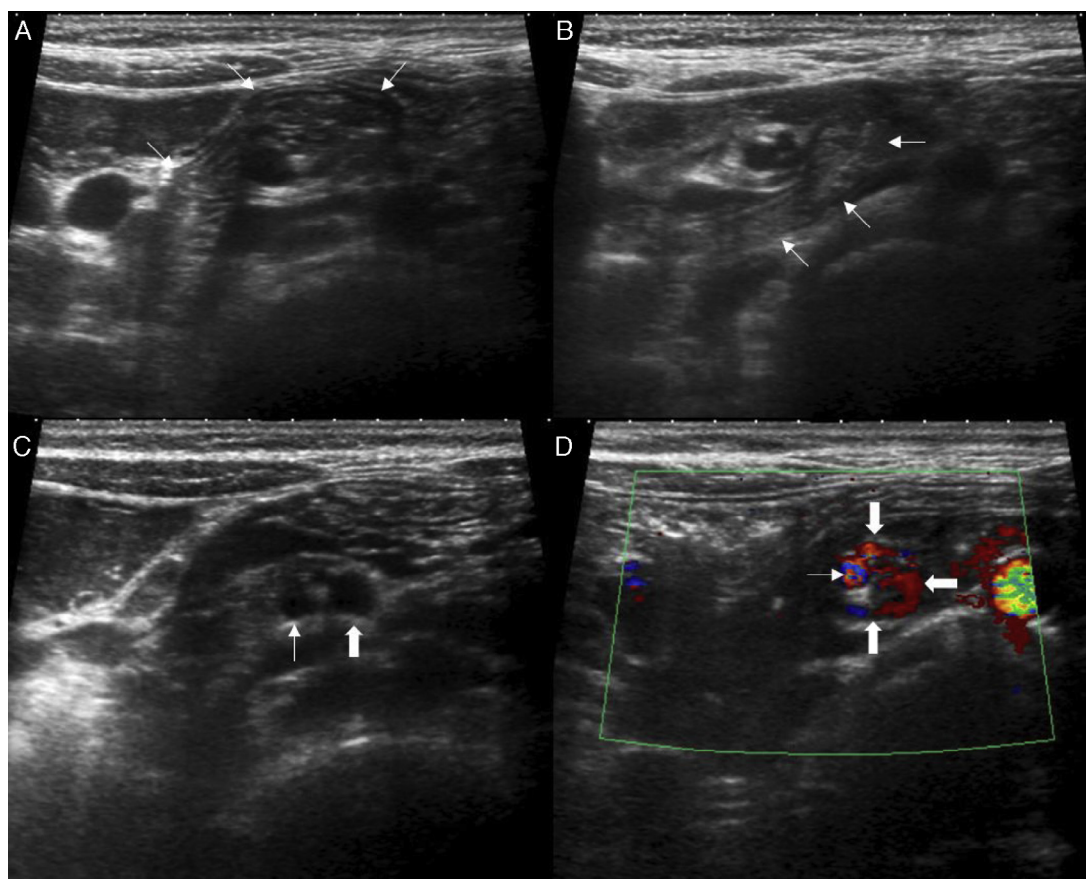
Obstrucción intestinal secundaria a vólvulo en una niña de 4 años de edad con dolor abdominal y vómitos. En las imágenes ecográficas axiales consecutivas (A y B) se identifica el segmento intestinal (flechas pequeñas) que gira en sentido horario alrededor de los vasos mesentéricos superiores. También se observa (C) la inversión de la vena mesentérica superior (flecha grande) con respecto a la arteria (flecha pequeña), y en la ecografía Doppler color (D) se identifica el signo del «remolino» producido por la vena mesentérica (flechas grandes) girando alrededor de la arteria (flecha pequeña).
